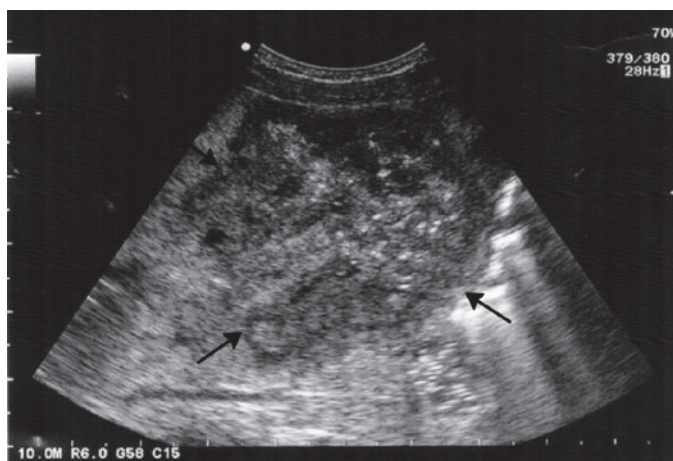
Abdominal ultrasonogram shows heterogeneous hypoechoic mass (arrows) in the right lobe with numerous calcifications.
